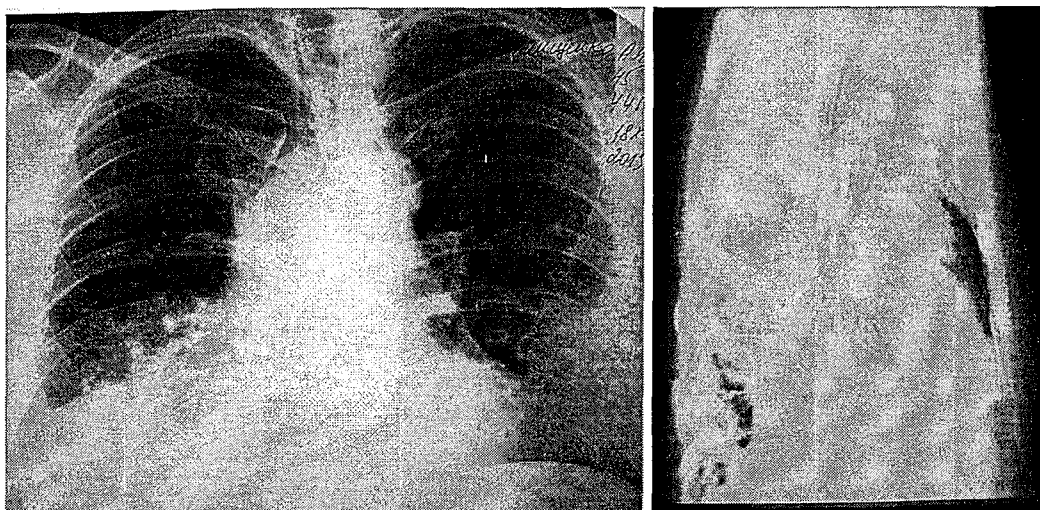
Обзорная рентгенограмма ОГК больного О. на второй день госпитализации
